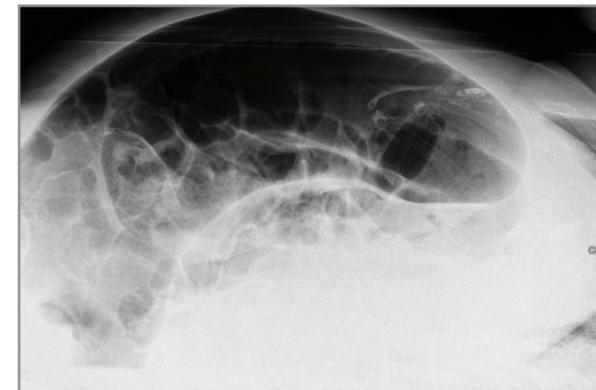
Abdomen-Röntgen: Typisches Bild eines Sigma-Volvulus.
